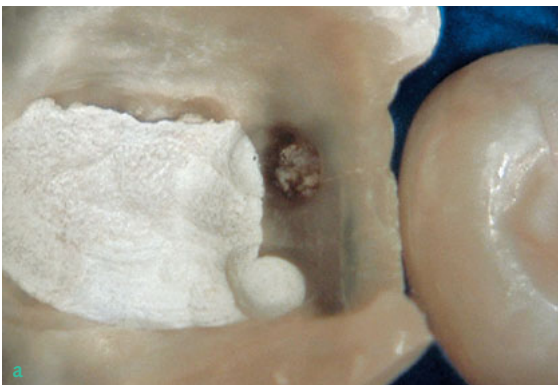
Zustand vor Wurzelkanalfüllung (WF) und WF-Kontrollröntgenbild: eine Aushärtung des MTA aufgrund seiner epikrestalen Lage erfolgte nicht, sondern komplette Auswaschung des Zements; daher adhäsive Deckung nach mesial.
